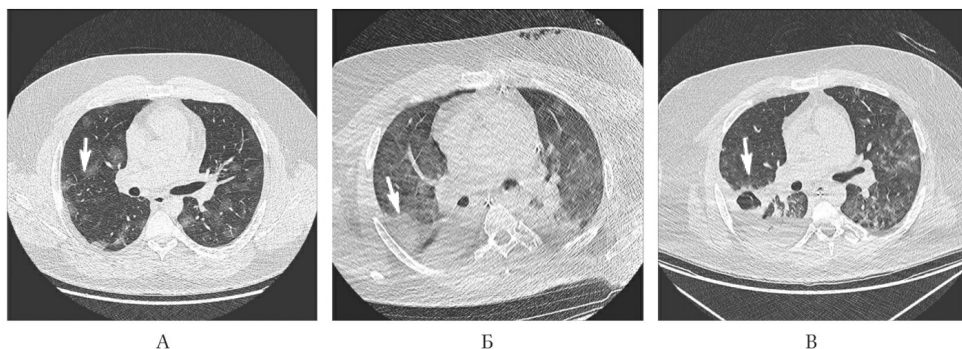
КТ органов грудной клетки пациента X. в динамике.
